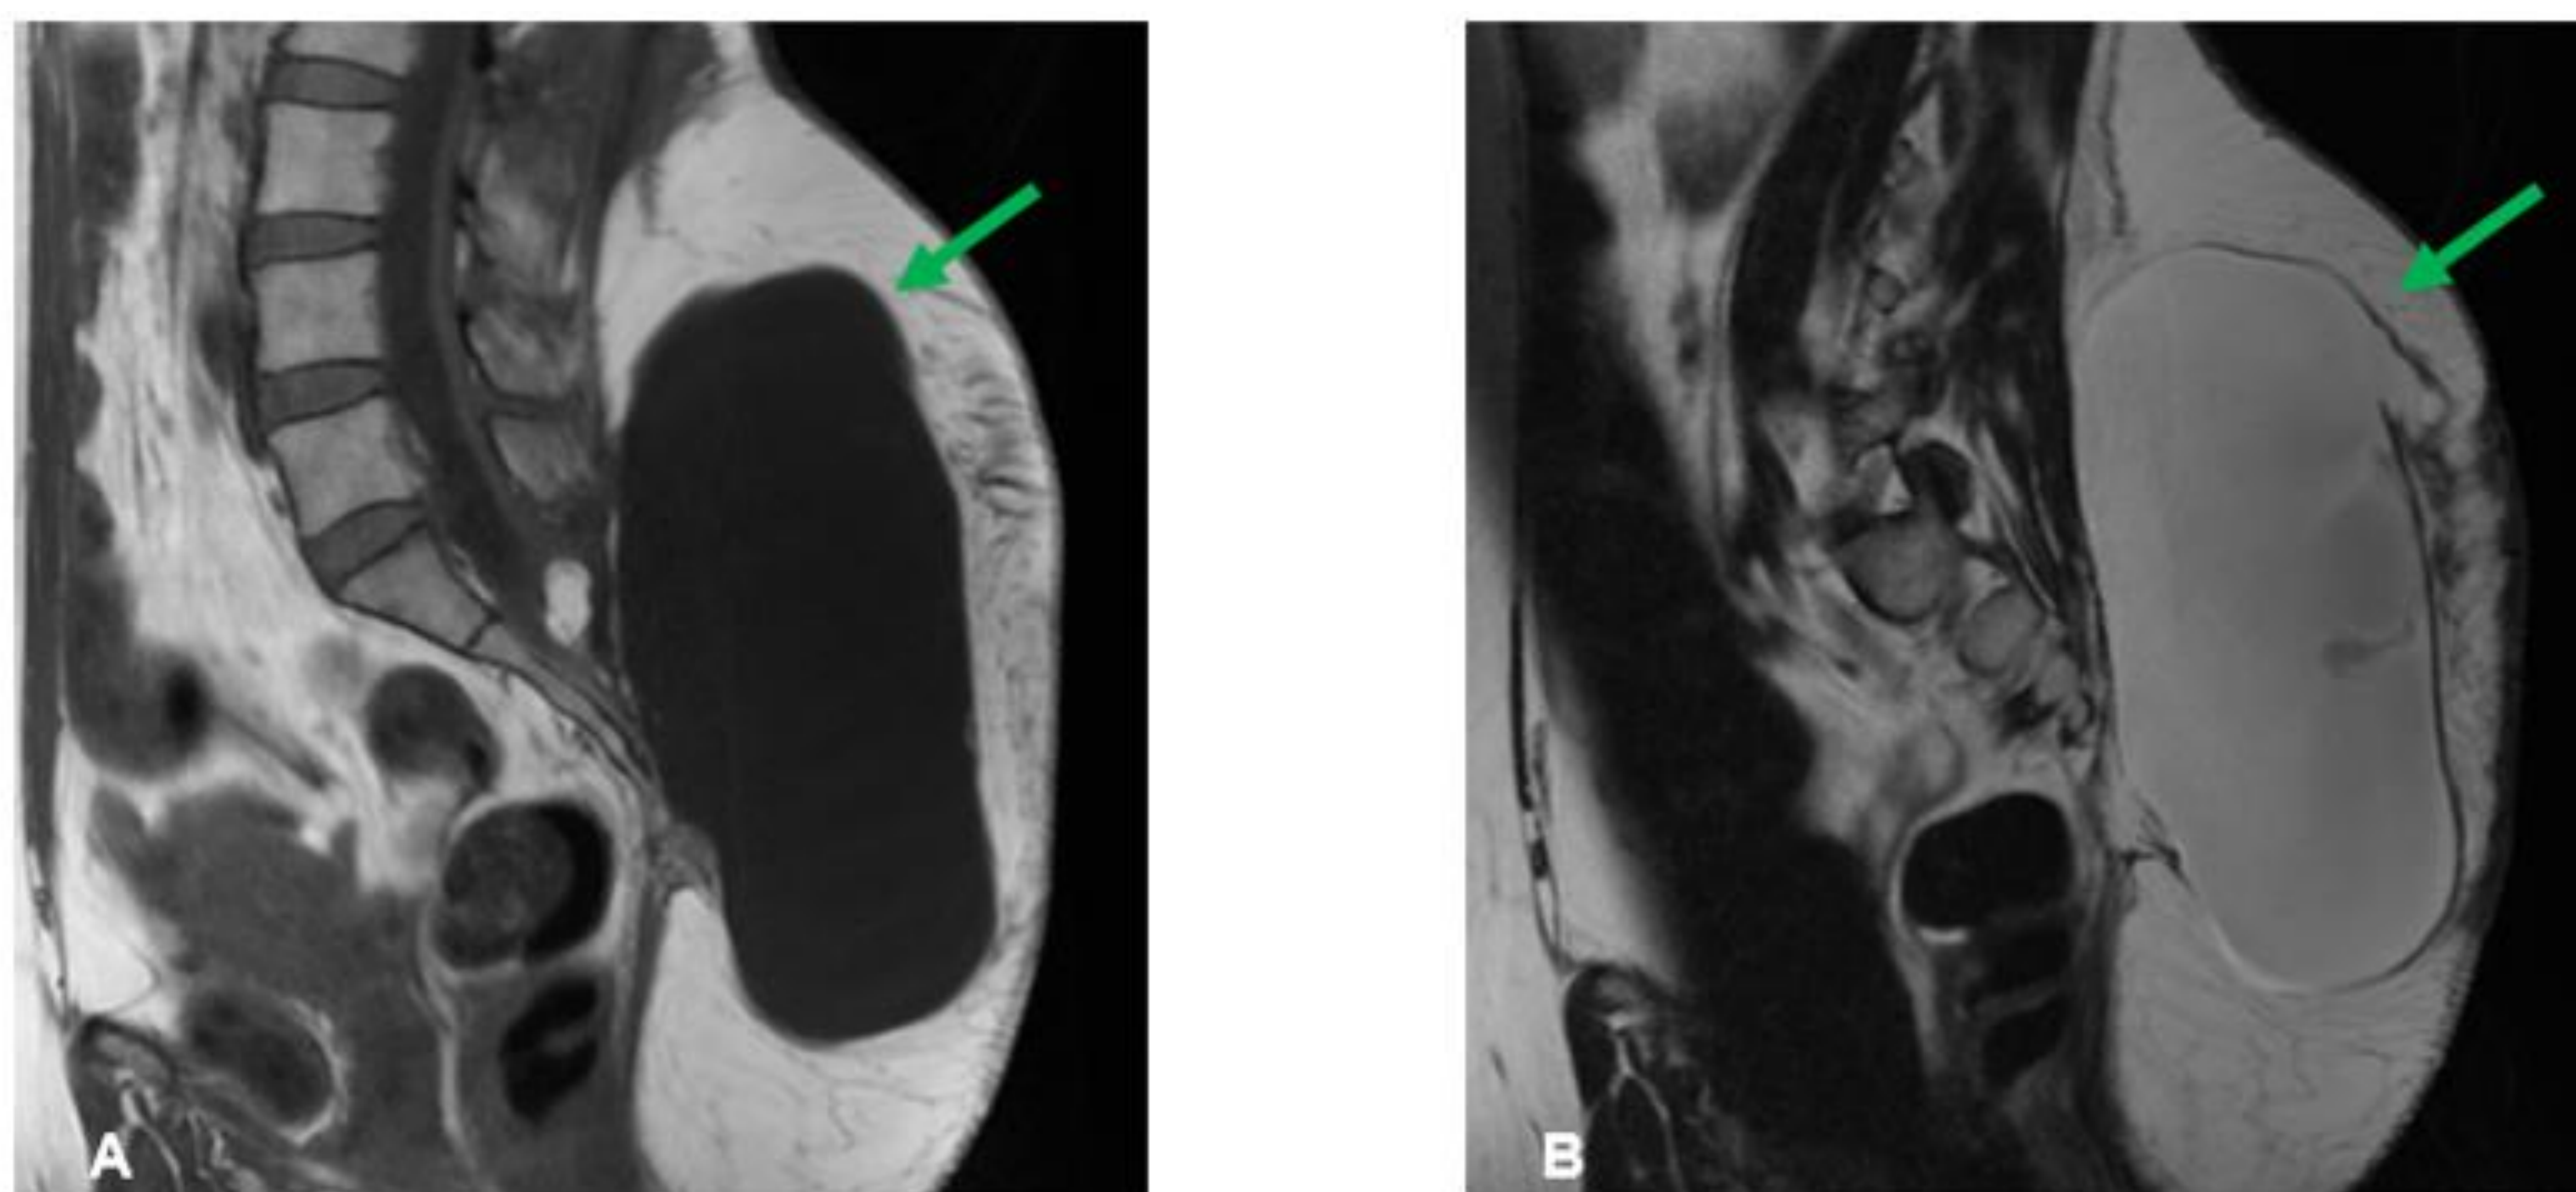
Meningocele posterior, RM potenciada en T1 (A) y T2 (B) demostrando las características quísticas de la lesión (flechas verdes)
